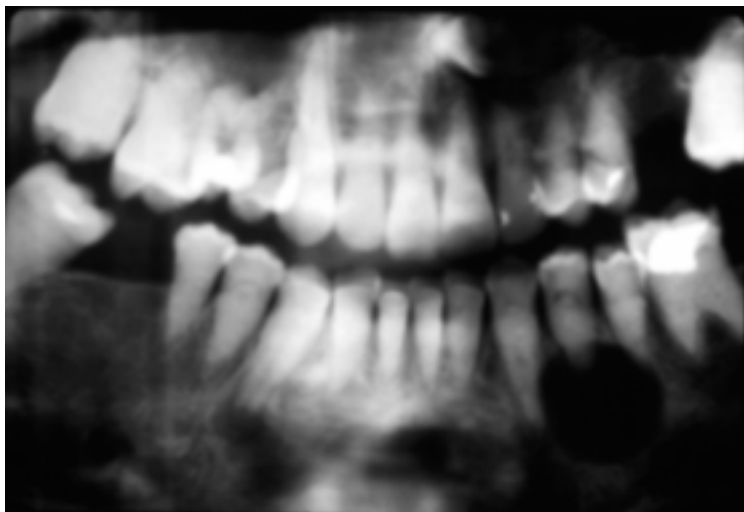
Несовершенный дентиногенез (рентгенограмма).
